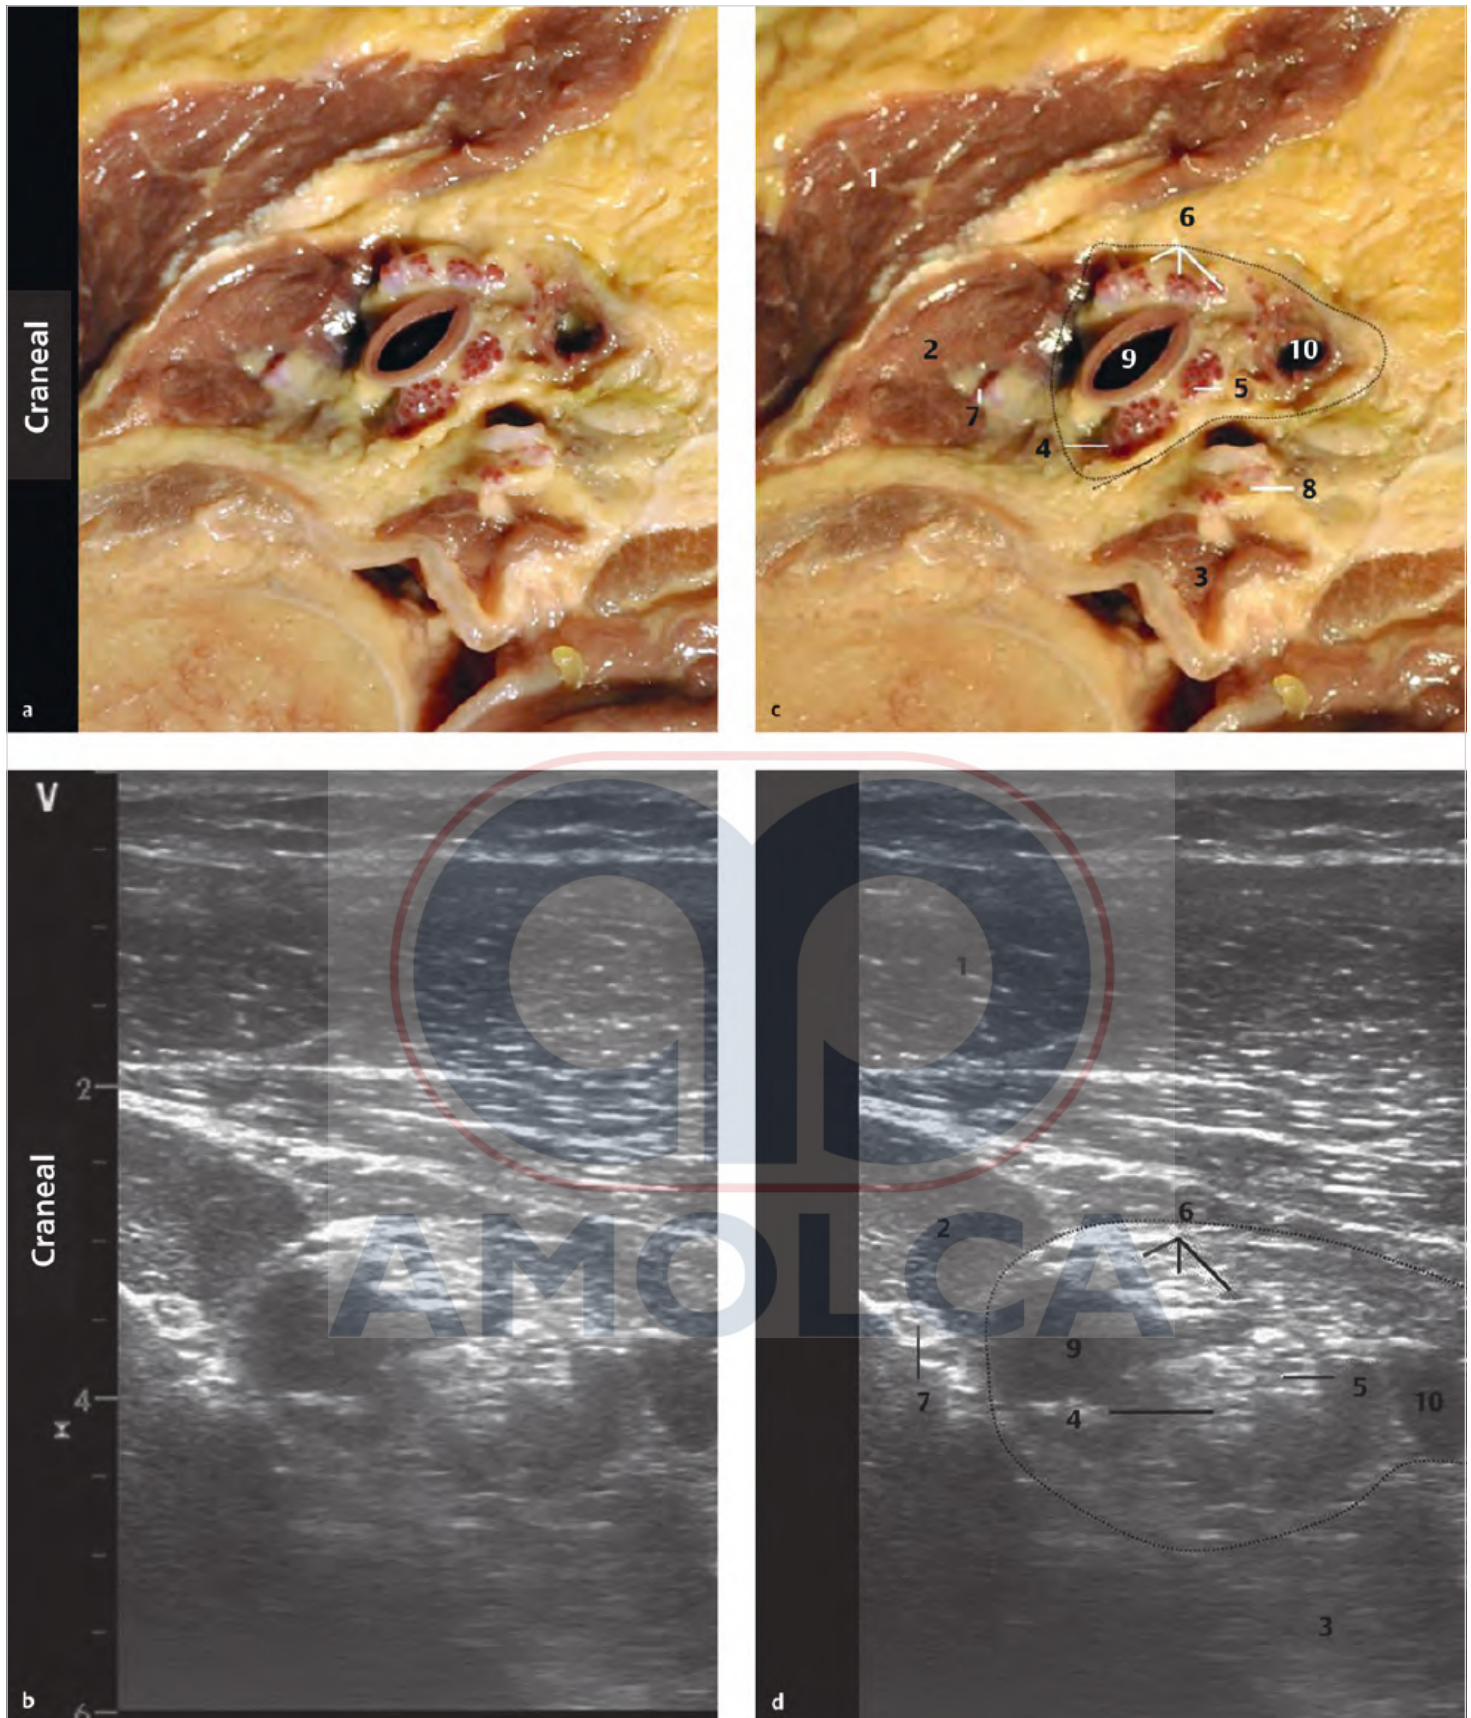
Corte anatómico, transpectoral con la imagen de ultrasonido correspondiente.
